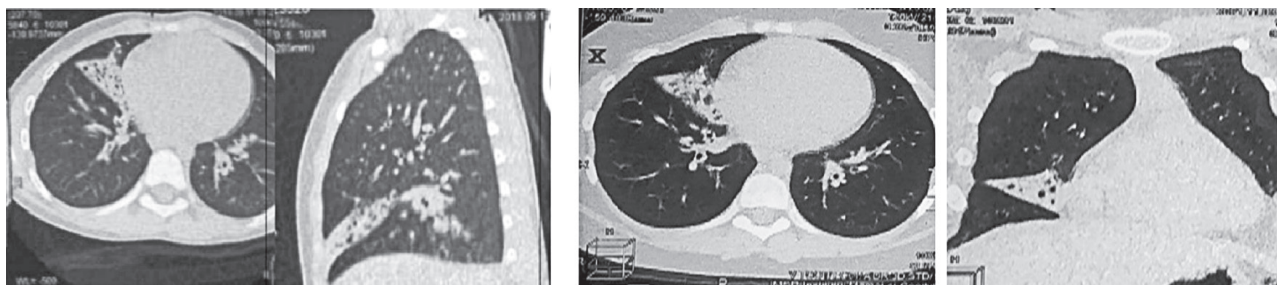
Tomografia computerizată a toracelui în 2018 și 2021 a copilului cu DCP
